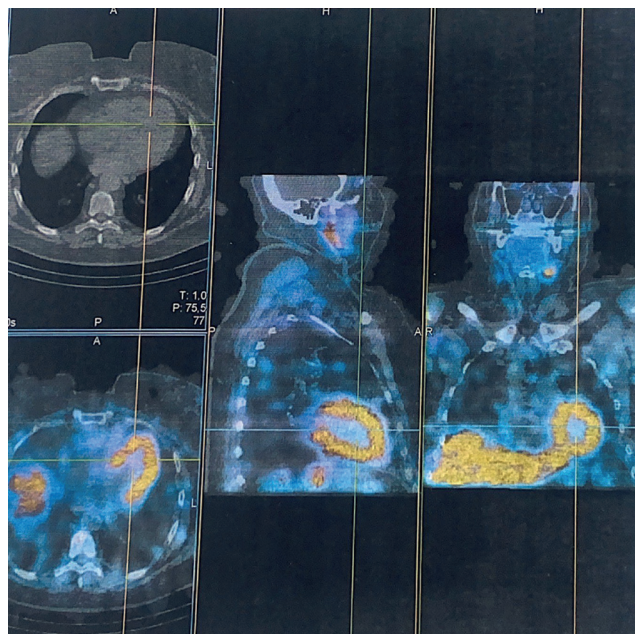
Сцинтиграфия миокарда: накопление амилоидоза в сердце, III степень злокачественности (Grade).
